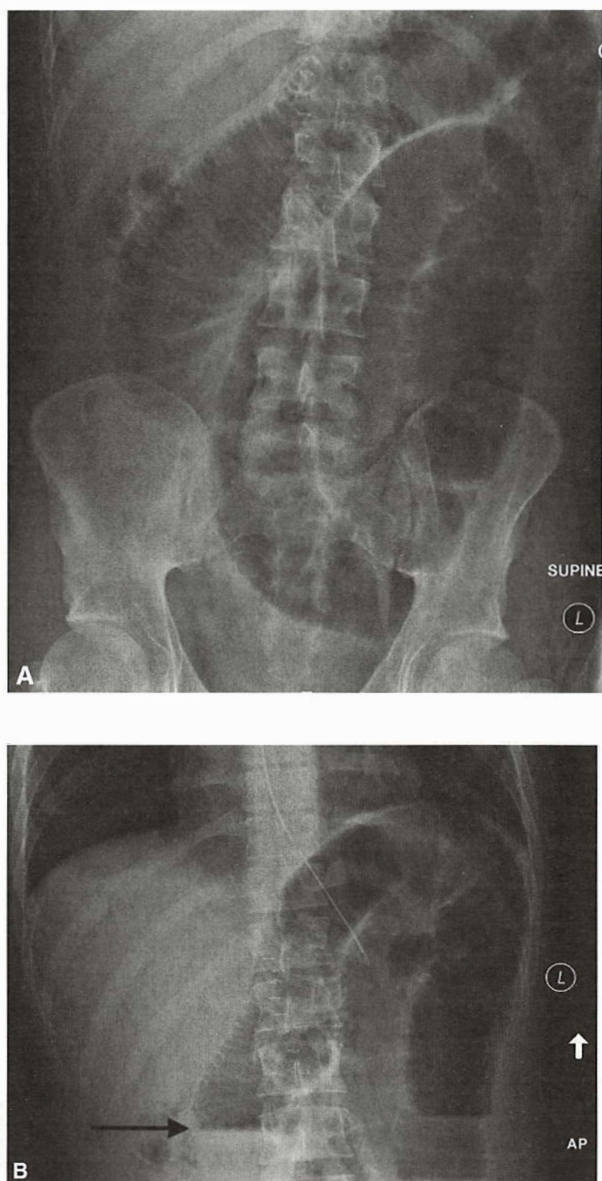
Ocluzie intestinală mecanică a intestinului subțire. A. Radiografie abdominală în decubit dorsal. Se vizualizează central numeroase anse intestinale pline cu aer, fără a fi decelat gaz la periferia abdomenului. Valvule conivente prezente. B. Radiografie abdominală pe gol în ortostatism. Se observă un nivel hidroaeric (săgeată).
